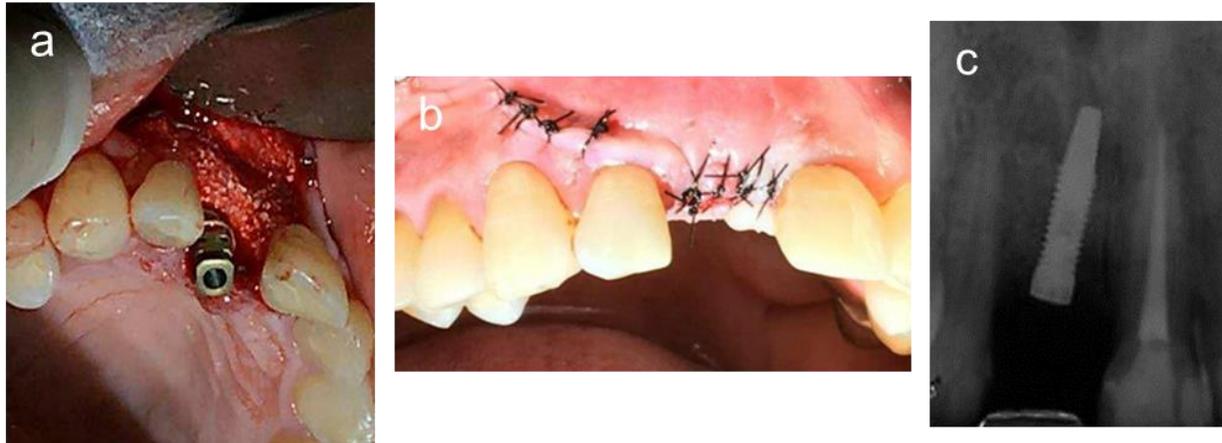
A. Cirurgia de instação do implante; B. Sutura; C. Radiografia periapical pós cirúrgica.
